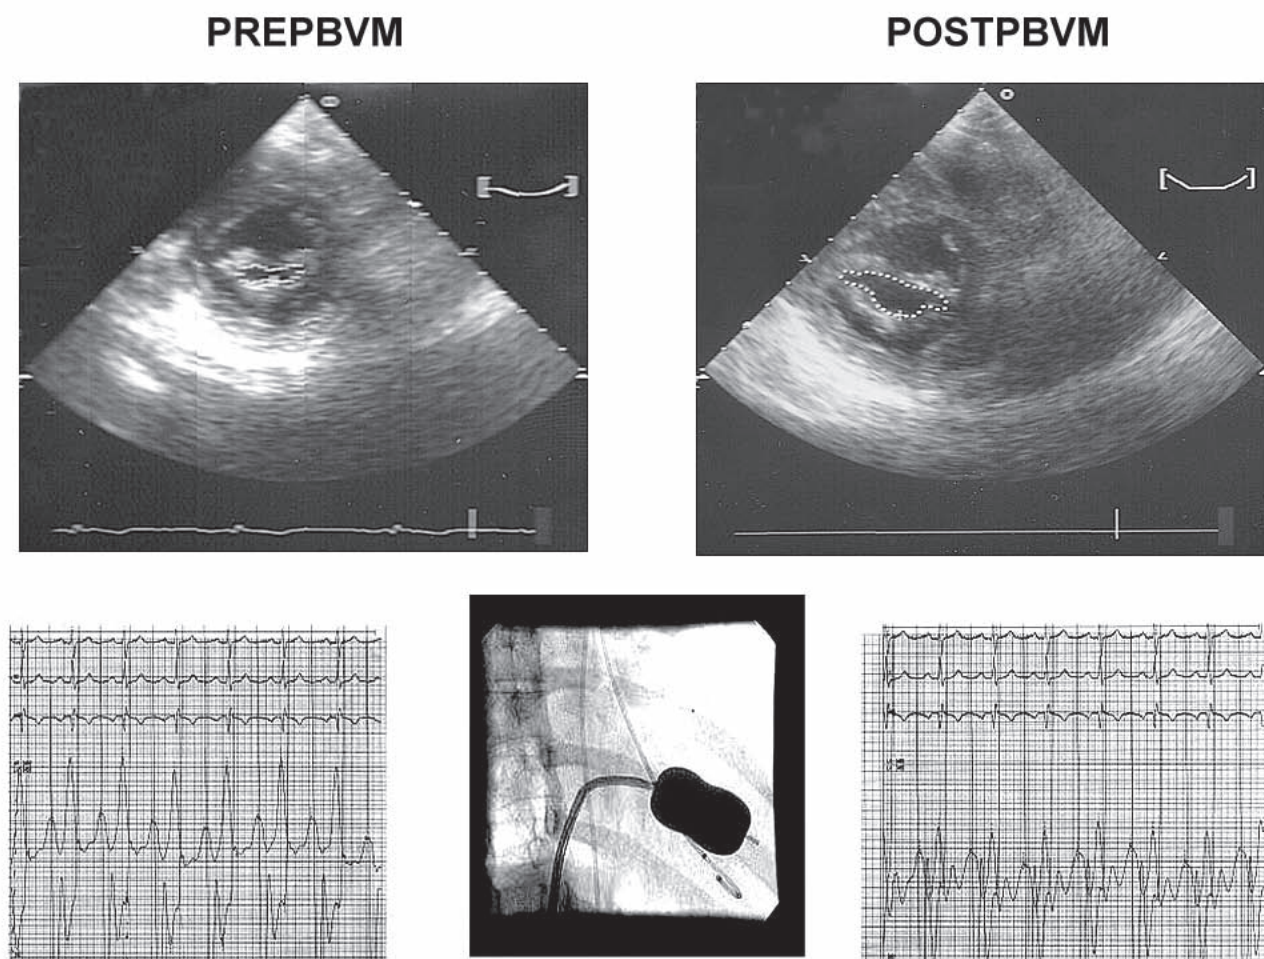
Ecocardiografia transtoracică și gradientii transVM evaluați la cateterism
